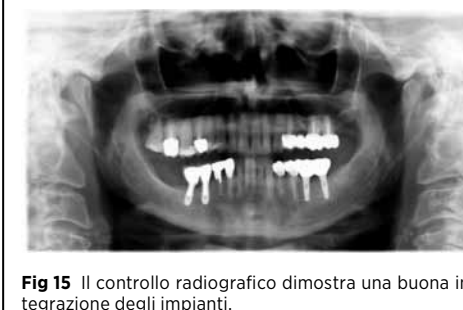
Il controllo radiografico dimostra una buona integrazione degli impianti.
